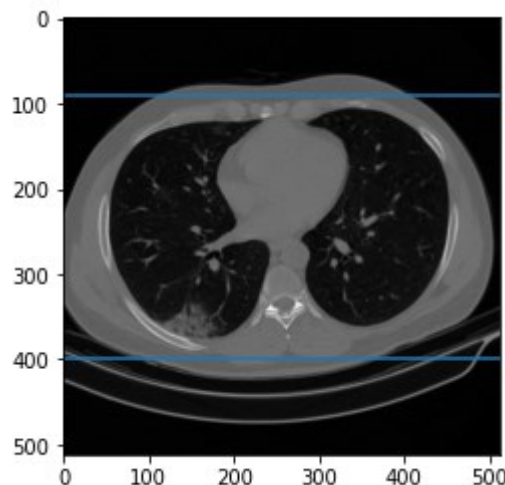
Tomografia com indicação das linhas de corte – Fonte Própria
